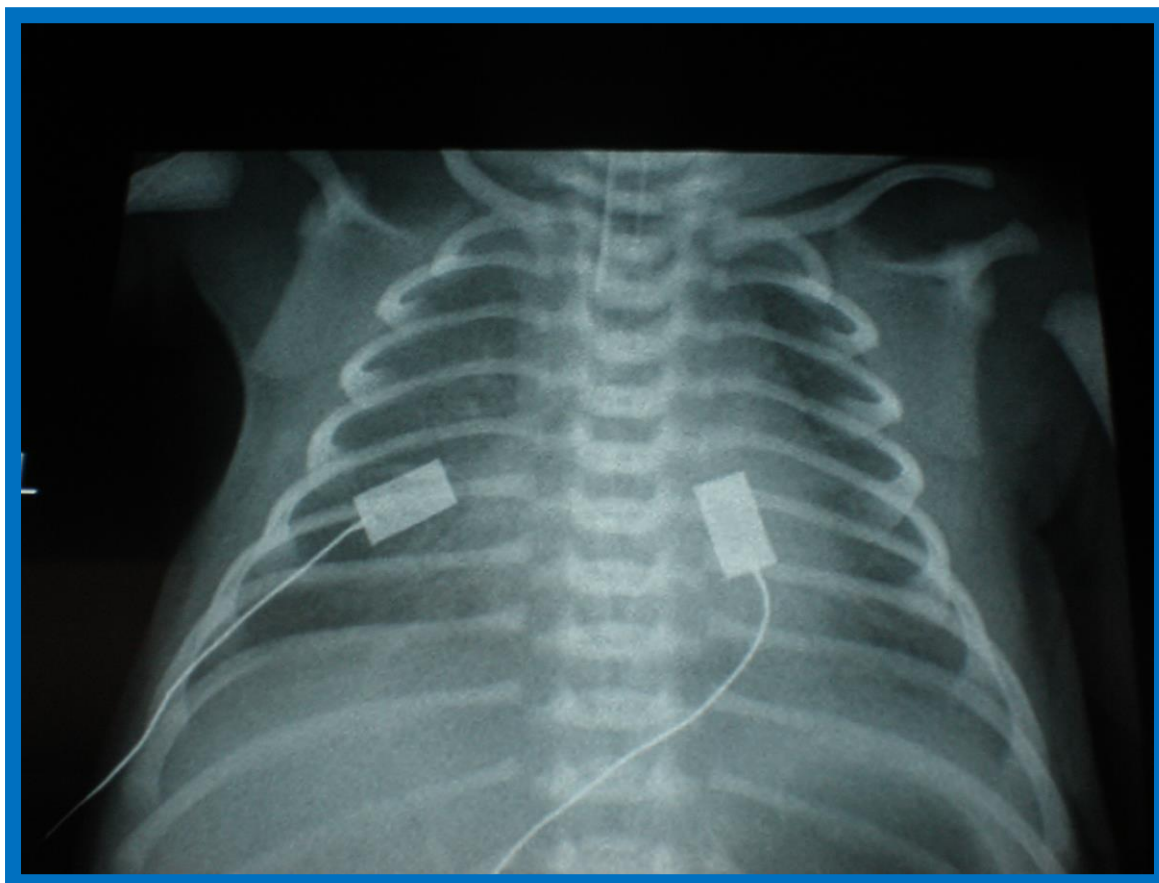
Radiografía de tórax tras administrar surfactante
